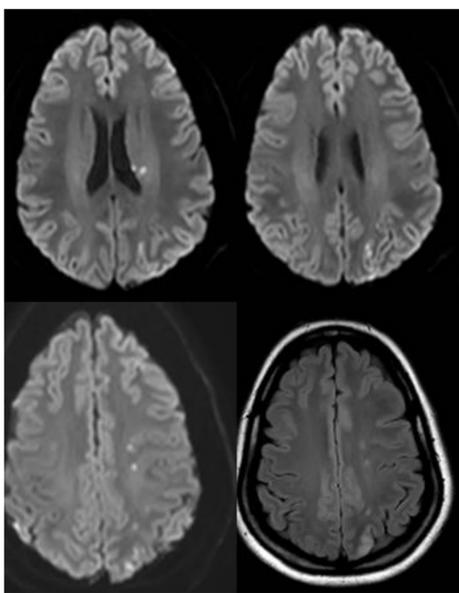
IRM cérébrale coupe axiale
